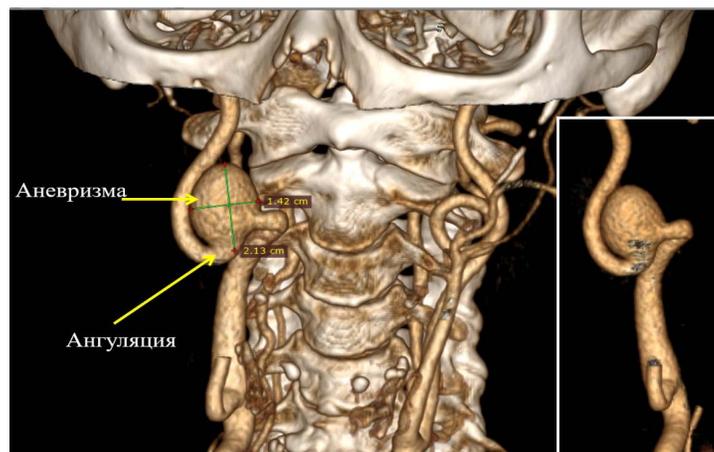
Данные компьютерной томографии с внутривенным контрастированием
